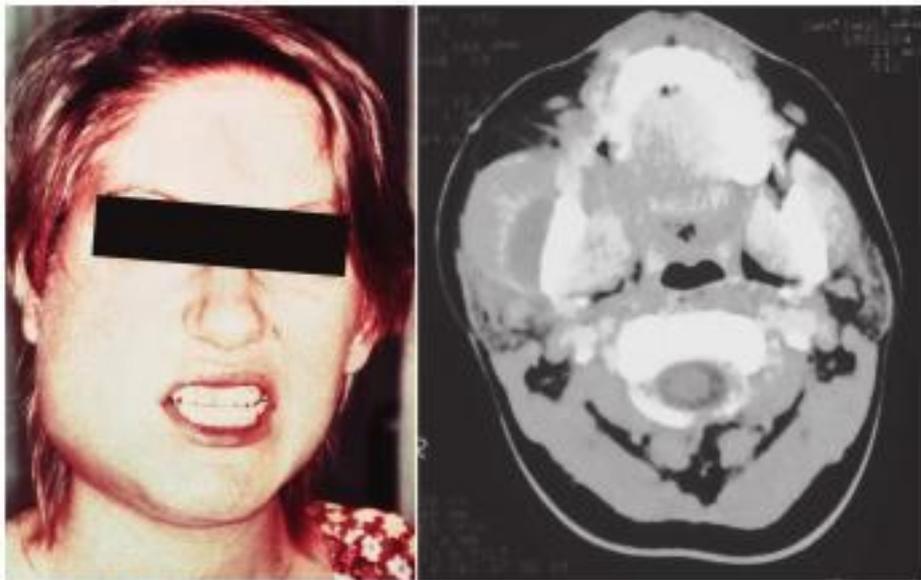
Absceso del espacio submasetérico. A, Trismus intenso. B, Tomografía computarizada de un absceso del espacio submasetérico que ilustra el líquido existente entre el músculo masetero edematoso y la rama ascendente de la mandíbula. (A de Goldberg MH: *Odontogenic infections and deep fascial space infections of odontogenic origin*. En Topazian RG, Goldberg MH, Hupp JR, eds.: *Oral and maxillofacial infections*, 4.ª ed., Filadelfia, 2002, WB Saunders; B de Flynn TR: *Anatomy of oral and maxillofacial infections*. En Topazian RG, Goldberg MH, Hupp JR, eds.: *Oral and maxillofacial infections*, 4.ª ed., Filadelfia, 2002, WB Saunders.)
